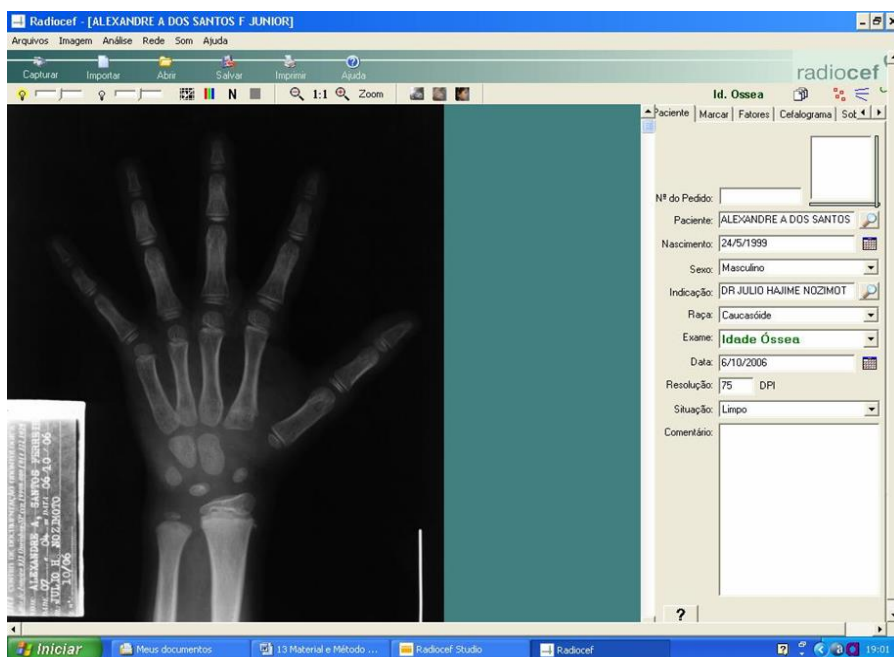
Imagem de radiografia carpal no software Radio Memory®
